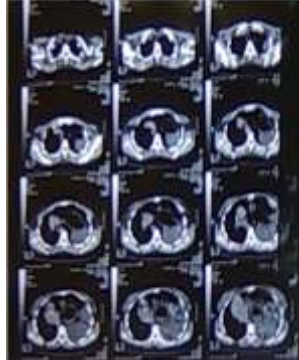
Tomografía de tórax que demuestra defecto diafragmático posterolateral y protrusión de contenido abdominal.
